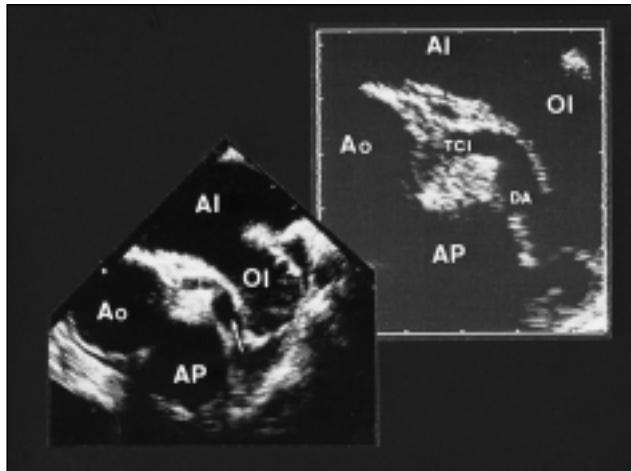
Ecocardiografía transesofágica monoplano a nivel de grandes vasos. Se observa una dilatación de la arteria descendente anterior (flecha). En la parte superior derecha se ve ampliado este hallazgo. Abreviaturas: AI aurícula izquierda; OI orejuela izquierda; Ao aorta; AP arteria pulmonar; TCI tronco coronario izquierdo; DA arteria descendente anterior.
